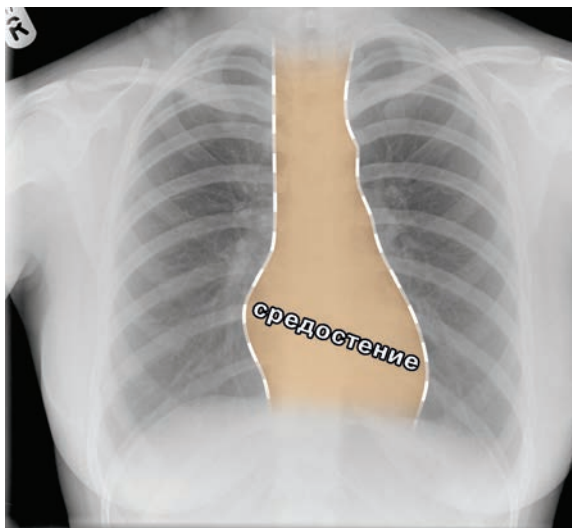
Нормальная рентгенограмма органов грудной клетки: желтым цветом выделено средостение.
